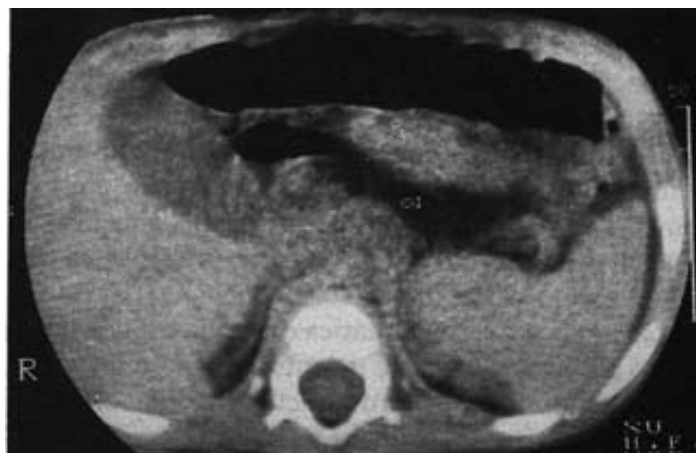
TAC simple de páncreas con disminución de la ecogenicidad (-68 U.H.), lo que corresponde a densidad de grasa.
